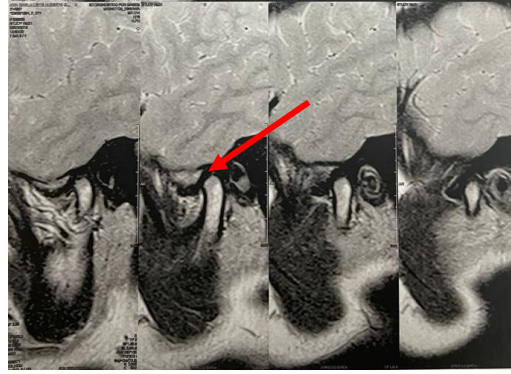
Ressonância Magnética onde mostra o disco articular deslocado anteriormente à fossa mandibular do lado esquerdo
